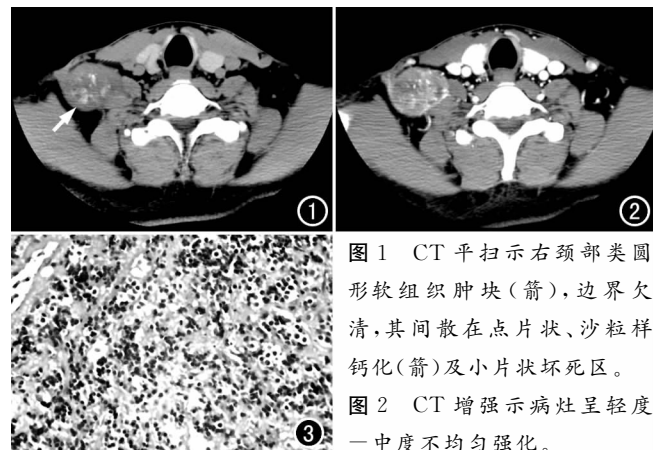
CT平扫示右颈部类圆形软组织肿块(箭), 边界欠清, 其间散在点片状、沙粒样钙化(箭)及小片状坏死区。
